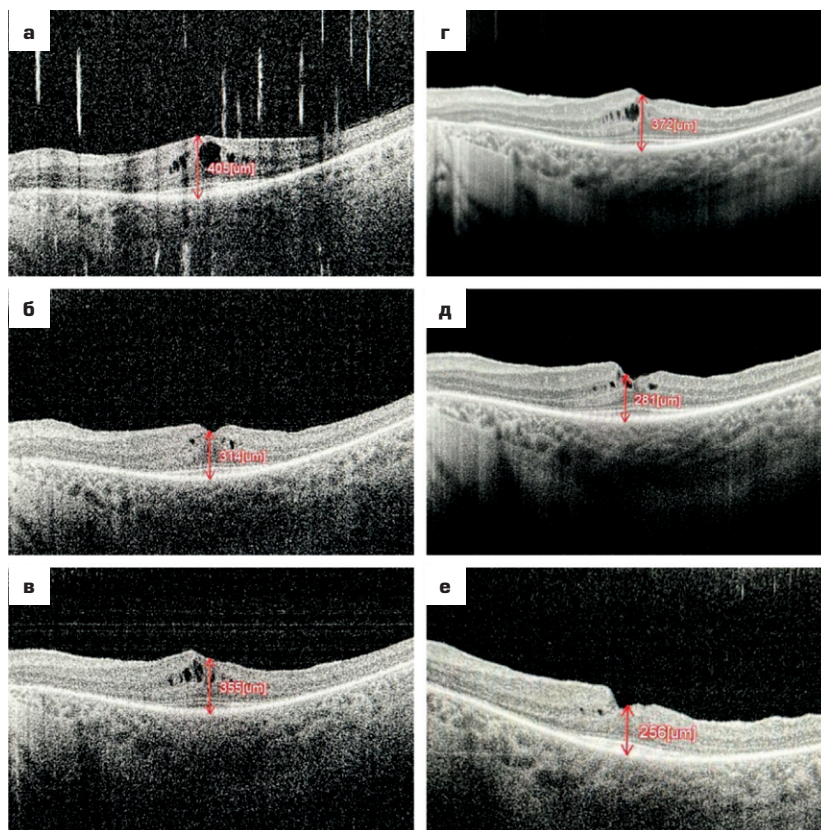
Результаты оптической когерентной томографии макулярной зоны левого глаза до операции (а), на следующий день после операции (б), через 1 неделю после операции (в), через 1 месяц после операции (г), через 2 месяца после операции (д), через 6 месяцев после операции (е)
